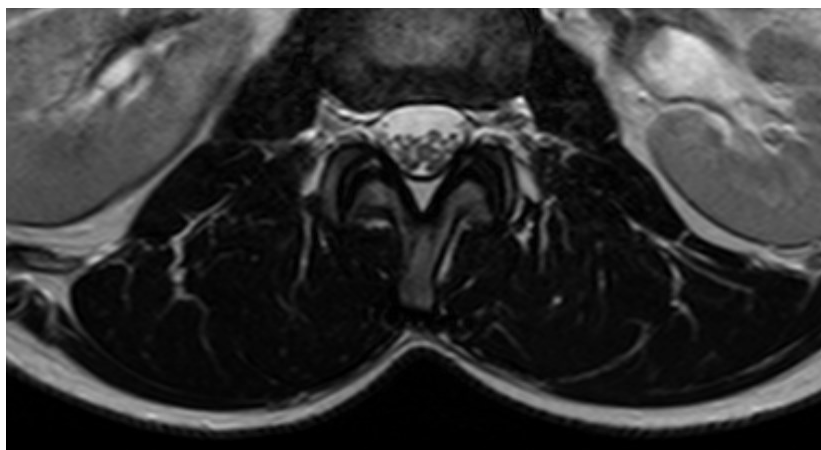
Immagine di un piano di MRI del paziente ID045 che evidenzia una quasi assenza di infiltrazioni di adipe nei muscoli lombari multifidi.
